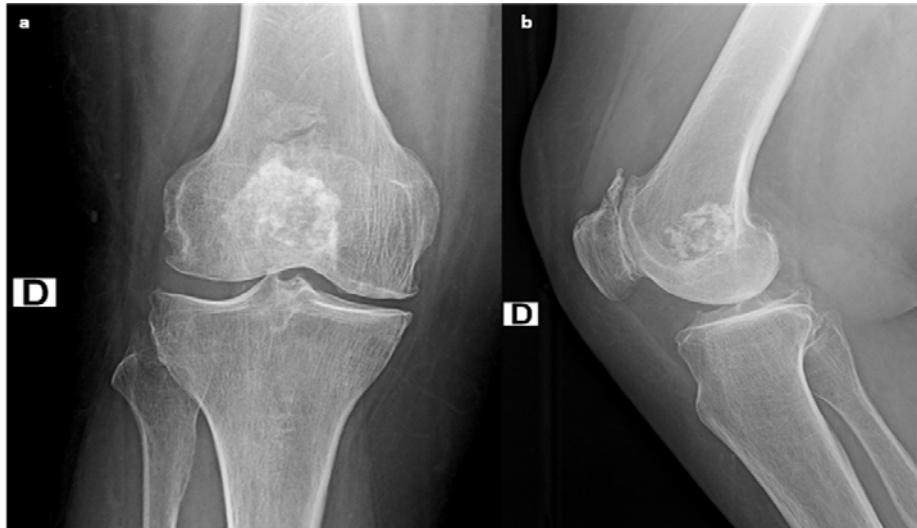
Radiographie du genou droit de face (a) et de profil (b) : Chondroblastome. Lésion lytique au niveau de l'épiphyse distale du fémur, à contours lobulés au sein de laquelle on note la présence de multiples calcifications de taille et de forme variables. Elle est finement cerclée par un liseré d'ostéosclérose.
